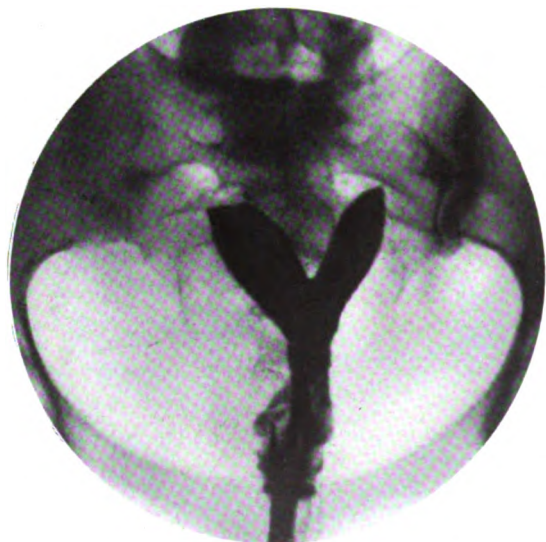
Femme 59 ans, entrée à l'hôpital pour déchirure ancienne du périnée avec grosse cystocèle. L'utérus est volumineux. La radiographie montre qu'il s'agit d'un utérus bicornue. Étant donné ceci, on renonce à faire l'interposition d'abord projetée. Au cours de l'intervention abdominale, faite en vue de l'hystérectomie, on voit qu'il s'agit d'un utérus à cloison, car rien ne traduit extérieurement le cloisonnement. Trompes saines et cependant non injectées (probablement parce que la quantité de liquide injecté n'a pas été suffisante).
